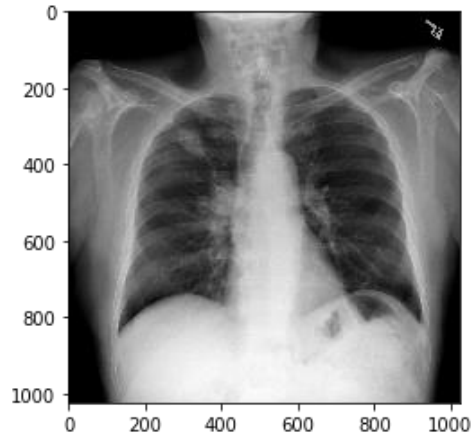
32 İnfiltrasyon Tanısı İçin Röntgen Görüntüsü [65]
